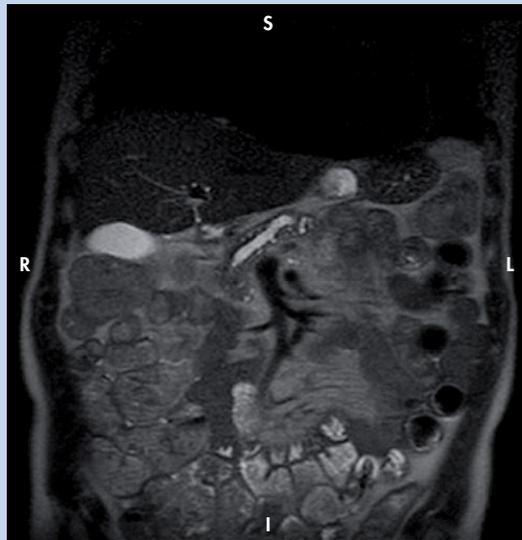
Imagen de resonancia magnética de NMPI. El conducto principal presentaba marcada dilatación.
